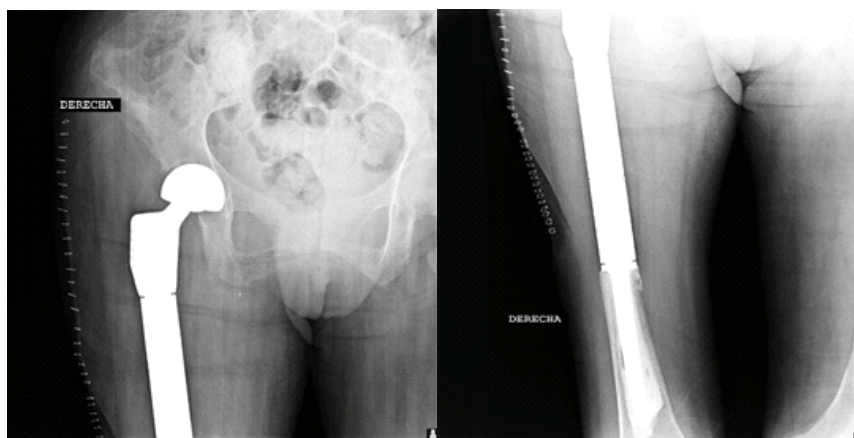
Radiografía : Prótesis bipolar de resección en cadera derecha
